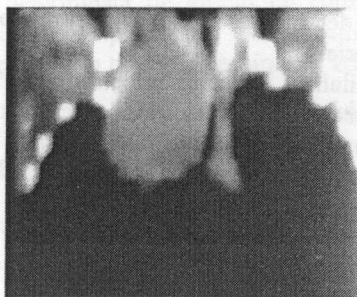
Tomografie computerizată toracică preoperatorie a pacientului P.
